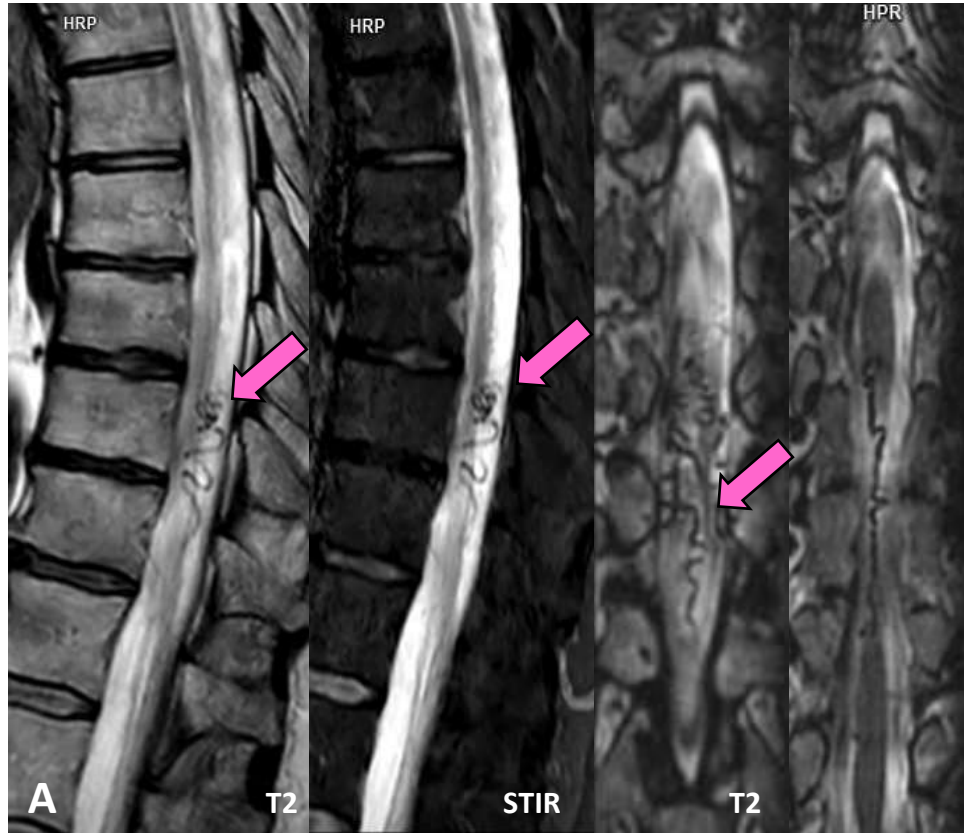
Varón de 57 años que presenta dolor lumbar neuropático que se irradia a las extremidades inferiores tras una lesión laboral ocurrida hace un año. A) La resonancia magnética de la columna torácica en planos sagital, coronal y axial mostró dilatación del plexo venoso perimedular en el segmento D9-D11 (flecha gruesa), sugestiva de una fístula arteriovenosa dural (FAVD), sin evidencia de mielopatía en el estudio actual. C) La angiografía espinal confirmó la presencia de una FAVD (flecha delgada) a nivel de D11.
